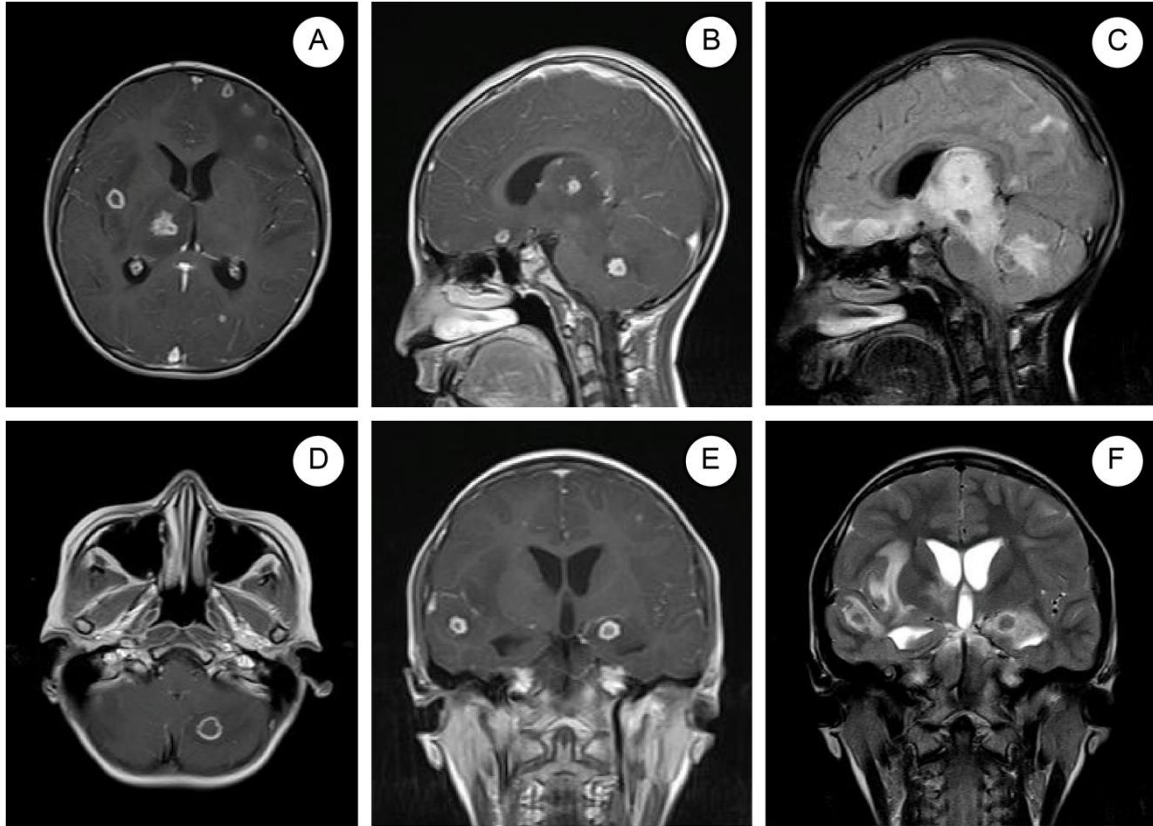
Resonancia magnética cerebral al ingreso A. Corte axial. Lesiones captadoras de contraste en anillo a nivel de lóbulo frontal, lóbulo de la ínsula derecho y tálamo derecho B y C. Corte sagital. Lesiones captadoras de contraste en anillo a nivel de cerebelo, tálamo y lóbulo frontal, con gran edema perilesional. D. Lesión captadora de contraste en anillo a nivel de cerebelo. E y F. Corte coronal. Lesiones bilaterales captadoras de contraste en anillo en lóbulo temporal, con edema perilesional.
